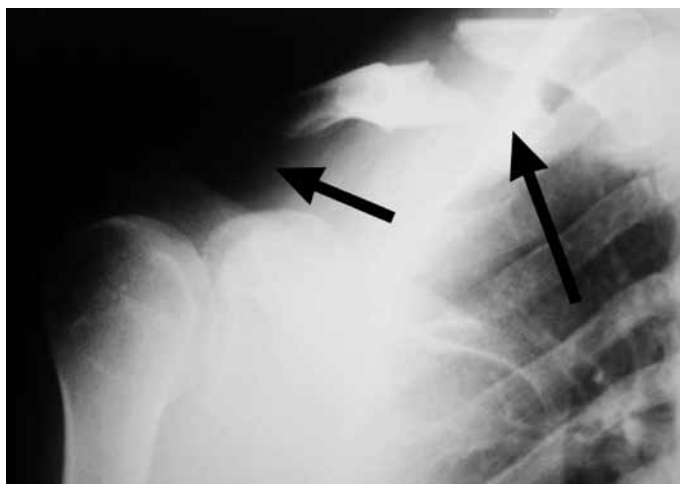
Radiografia demonstrando fratura medial extra-articular desviada da clavícula e acentuado alargamento da articulação acromioclavicular.
